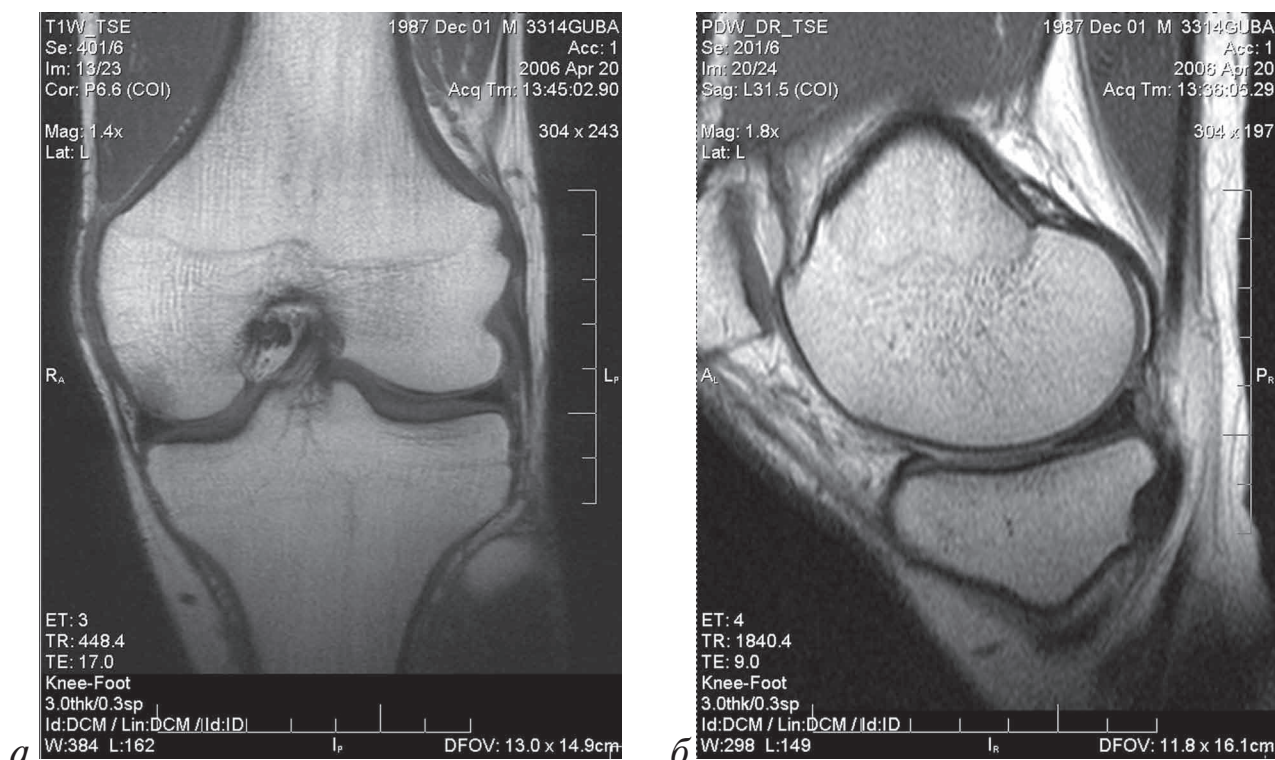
МРТ коленного сустава (фронтальная и сагиттальная проекции): первая стадия гонартрита: визуализируется субхондральный склероз и истончение суставного хряща
